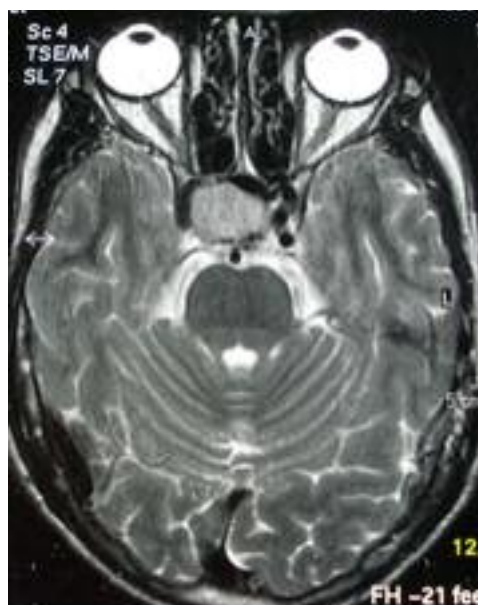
IRM cérébrale (coupe longitudinale) : macro adénome intra et suprasellaire paramédian droit
